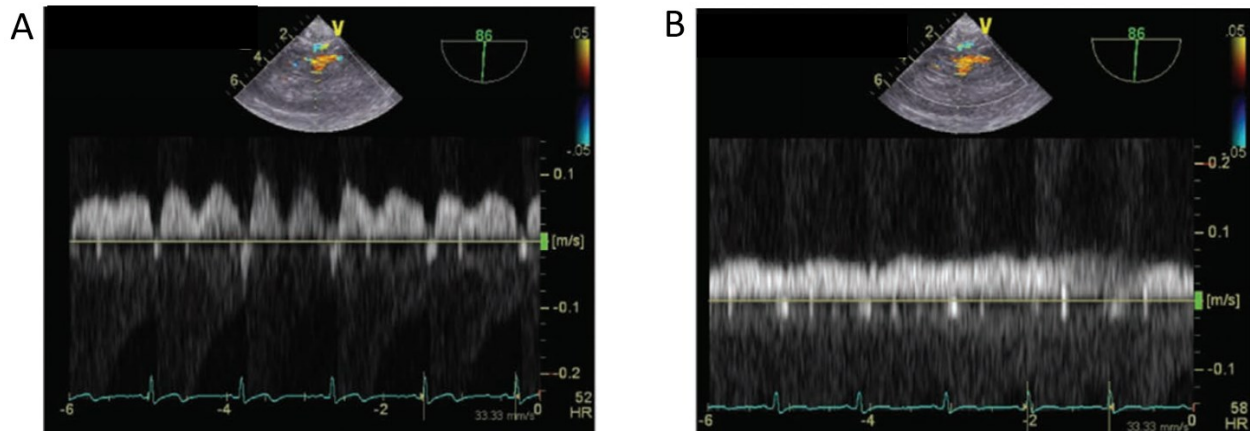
Effet de l'administration de nitroglycérine intraveineuse sur le Doppler rénal veineux
